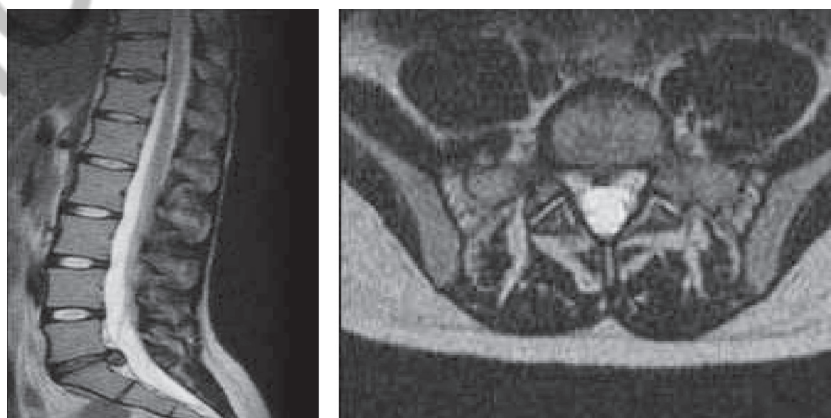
МРТ пациентки Н. с грыжей МПД L5-S1
